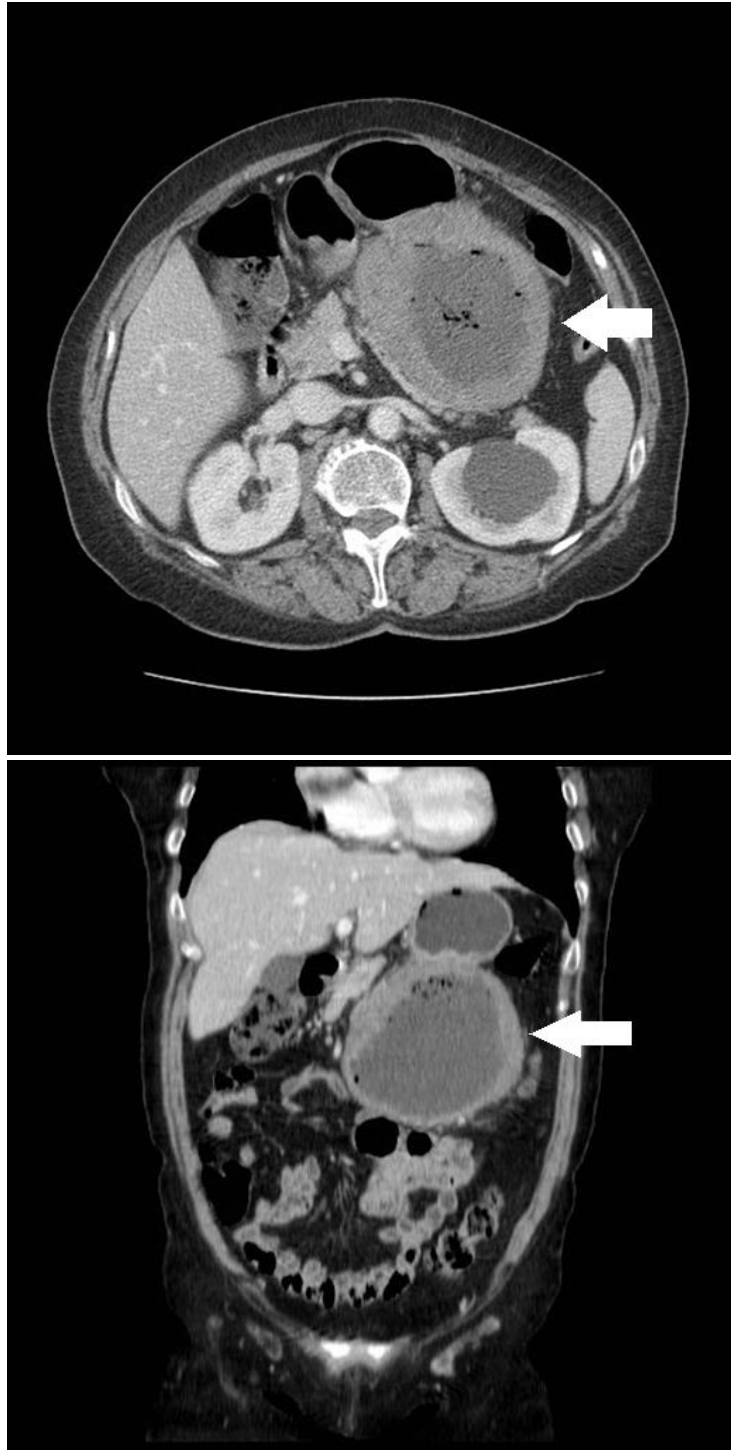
23.38b: TC nos planos axial e coronal demonstra lesão expansiva da parede gástrica, com aspecto exofítico e com centro necrótico
